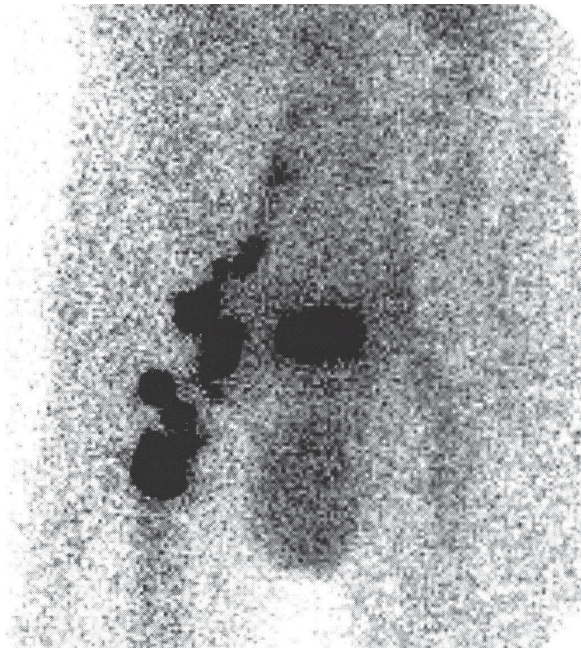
Pre-operative lymphoscintigraphy of the inguinal region
